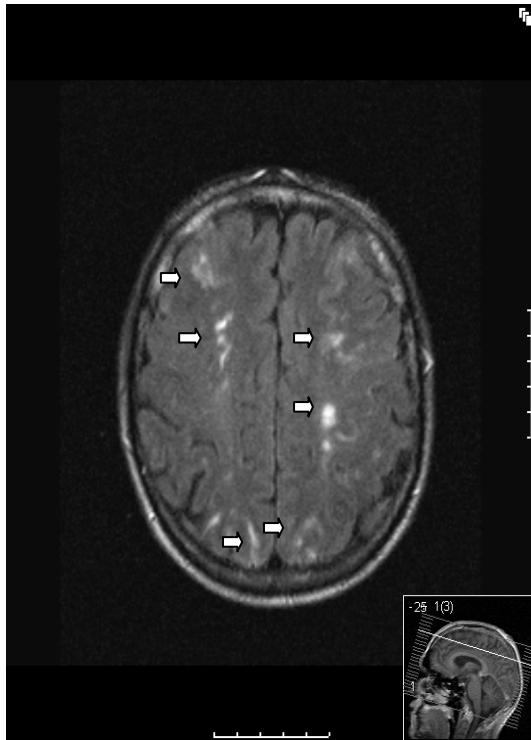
Kraniale MRT Pat. Nr. 13
